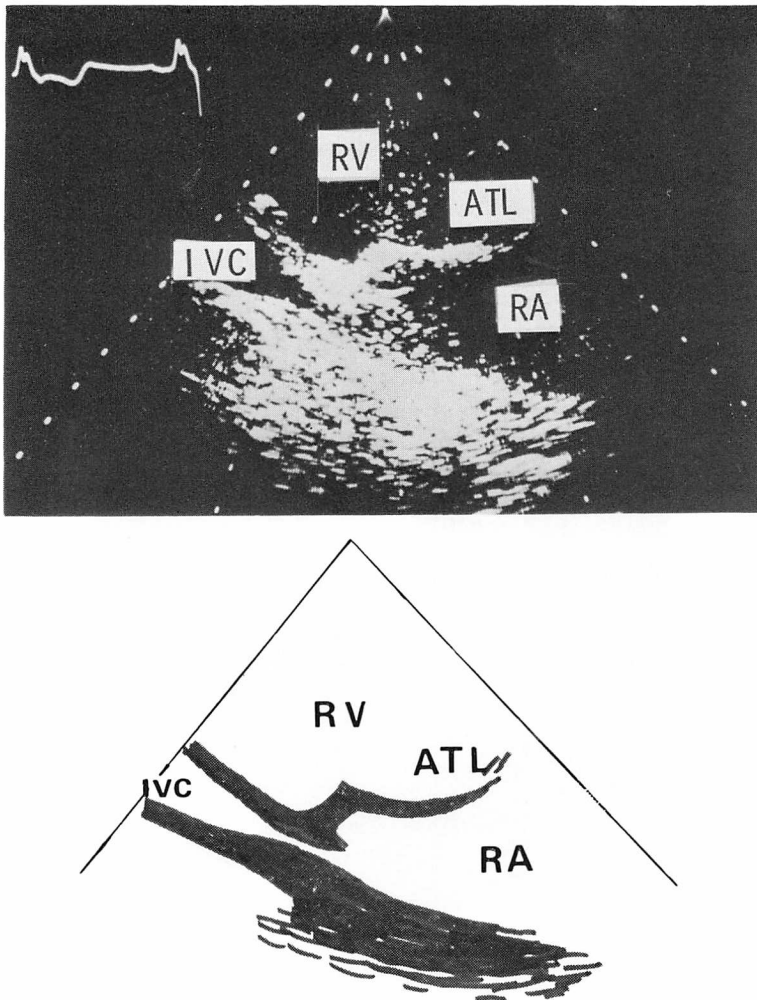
Two-dimensional echocardiogram taken by subxiphoid approach in Case 2.
